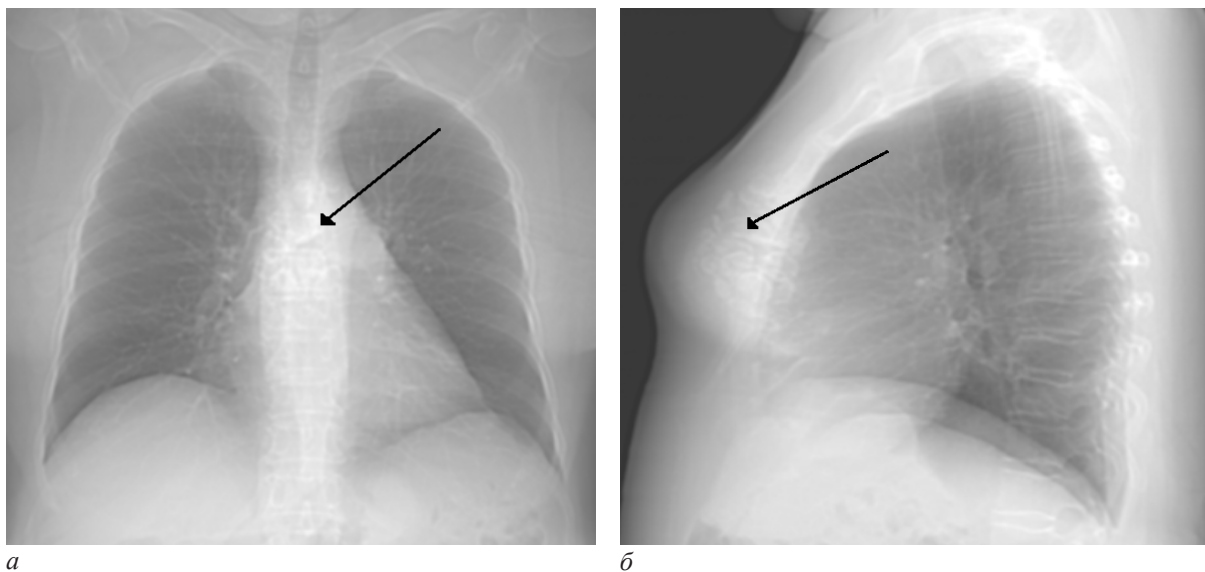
Рентгенограмма. На прямой (а) и боковой (б) проекции в среднем этаже грудной клетки определяется образование, выходящее за границы грудины и проецирующее на 4-й и 5-й сегменты левого легкого, неоднородной структуры за счет разнокалиберных круглых и овальных теней с кальцинированными стенками (стрелка)
